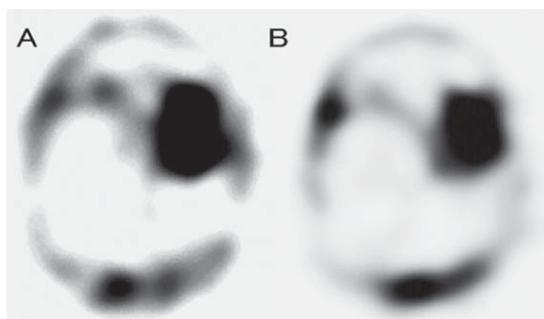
脳²⁰¹Tl SPECT 早期SPECT (A)および後期SPECT (B)
